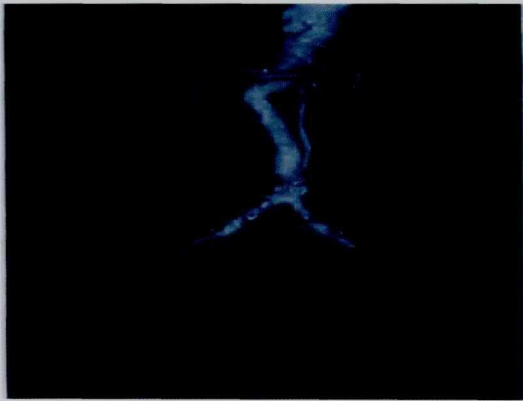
64 排螺旋 CT 显示双侧宫旁静脉丛迂曲、扩张, 左侧明显, 左侧卵巢静脉也明显扩张, 向上引流入左肾静脉
